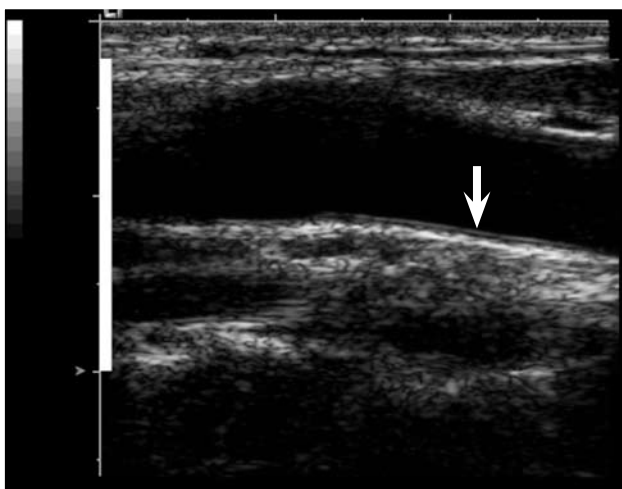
Eco Doppler que muestra una proyección longitudinal de la arteria carótida primitiva en su segmento distal, proximal al bulbo. Se puede observar la íntima-media (flecha) de la pared lejana de la arteria.
